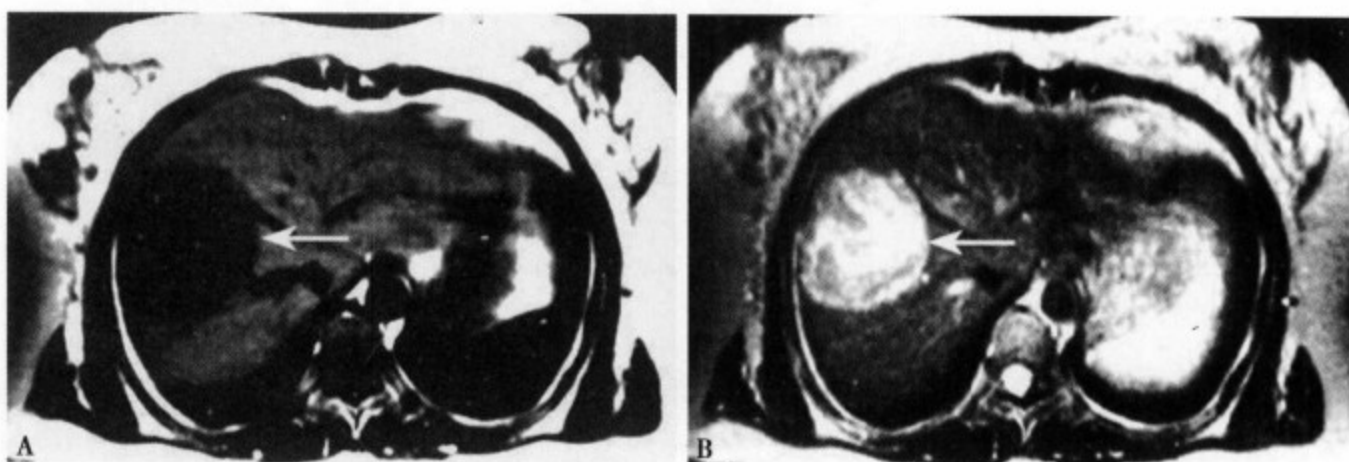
MRI T₁WI (A) 肝右叶显示圆形低信号病灶, 边缘光整, 清楚; T₂WI (B) 病变呈稍高信号, 但信号不均匀, 内可见索条状稍低信号的房隔
